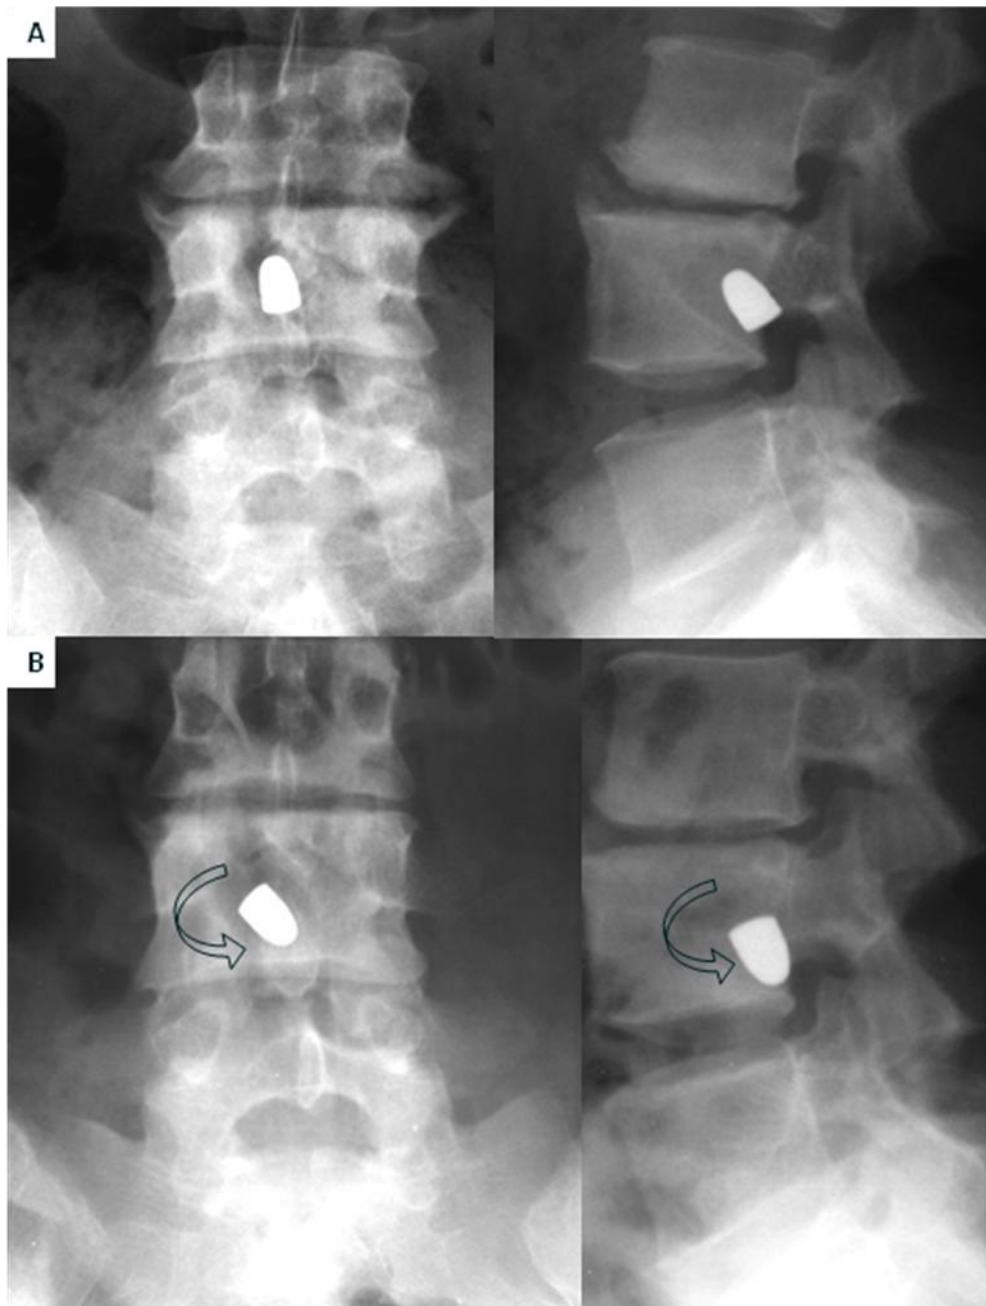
15. A. Radiografías AP y lateral de columna vertebral, hay una bala dentro de una cavidad quística de origen traumático. B. Mismo paciente, radiografías AP y lateral poco tiempo después, la bala ha cambiado de posición y orientación.
